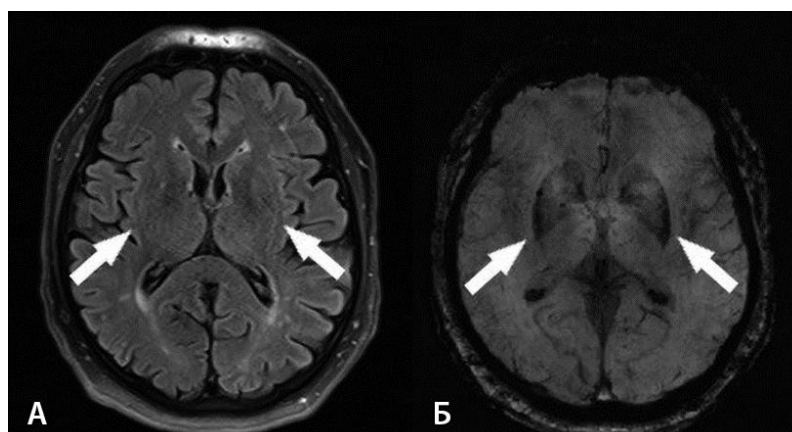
Симптом «обода скорлупы». А — режим T2-FLAIR. Б — режим SWI.
